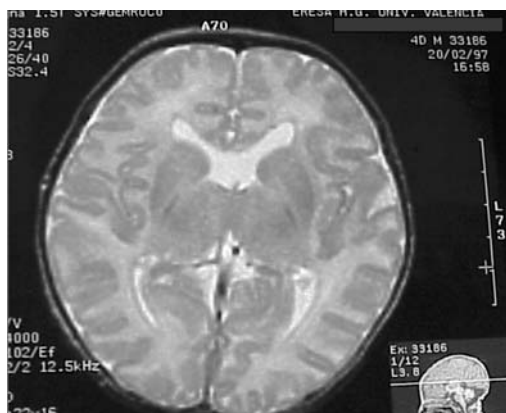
Ausencia de septum y agenesis de cuerpo calloso (RMN).
